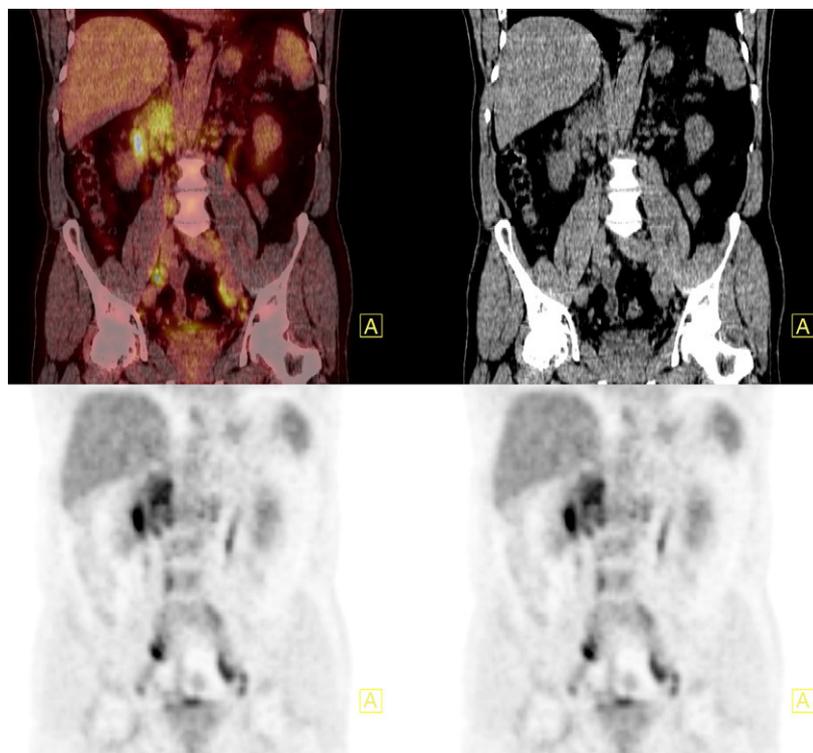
Imagen de TEP-TC que muestra múltiples adenopatías retroperitoneales y aumento difuso de la captación esplénica en un paciente con enfermedad relacionada con IgG4.
